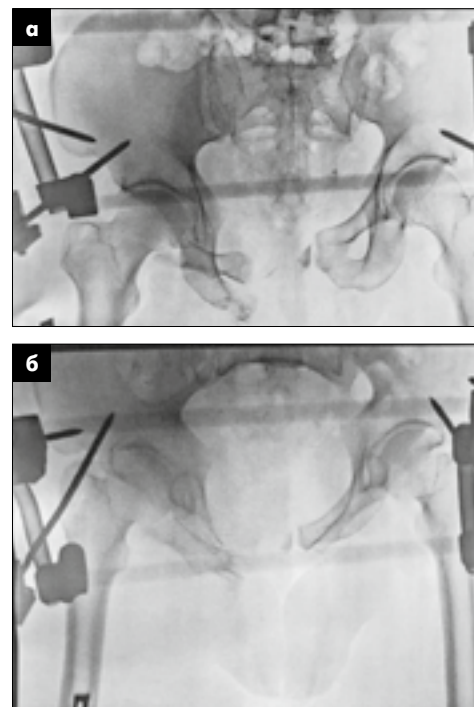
Рентгенограма таза після виконання його первинної стабілізації апаратом зовнішньої фіксації: а – передньо-задня проекція; б – проекція входу в малий таз
